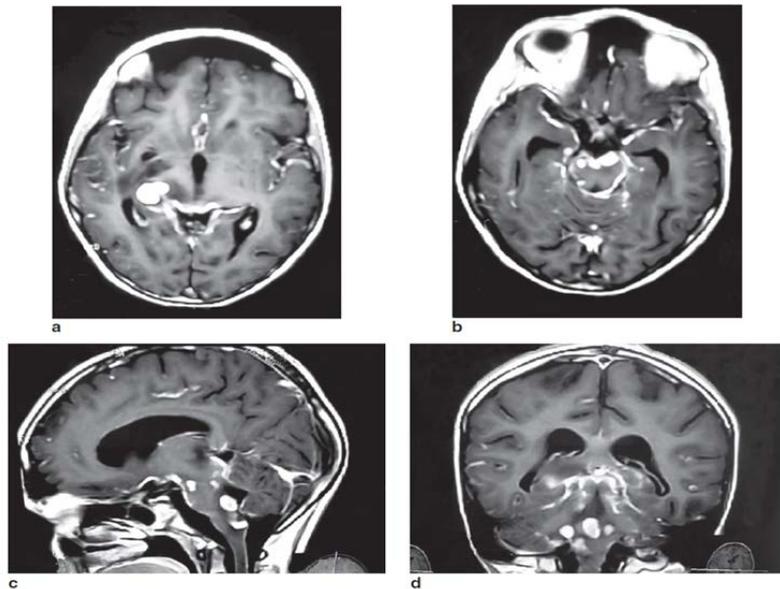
Resonancia magnética del caso 2 (20/11/02). a) Corte axial del T1 que muestra una lesión tálamo-capsular derecha que capta homogéneamente el gadolinio. b) Corte axial del T1 en el cual se ven múltiples lesiones mesencefálicas de predominio en los pedúnculos cerebrales con captación homogénea del medio de contraste. c) Corte sagital en el T1 que demuestra múltiples tuberculomas en el tallo cerebral. d) Corte coronal en el T1 que evidencia lesiones supra e infratentoriales.
